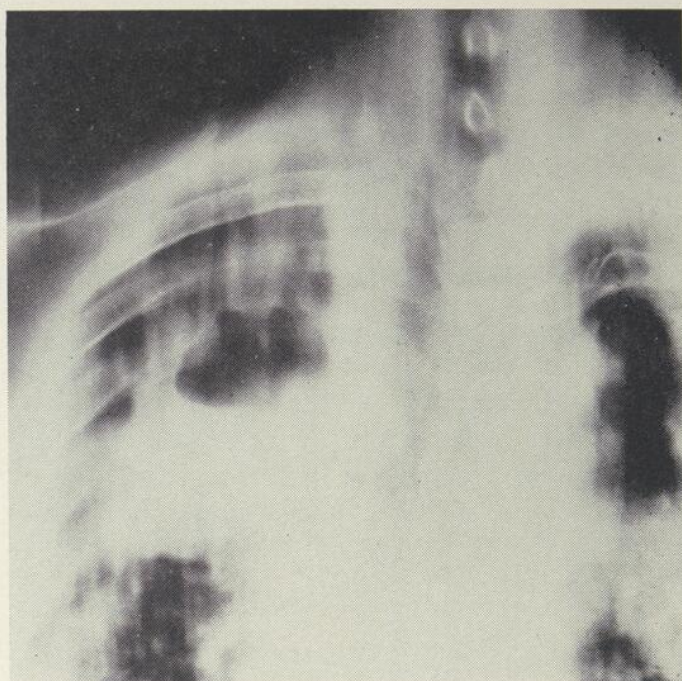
Tomographie du même patient démontrant la présence d'une condensation avec image cavitaire.
